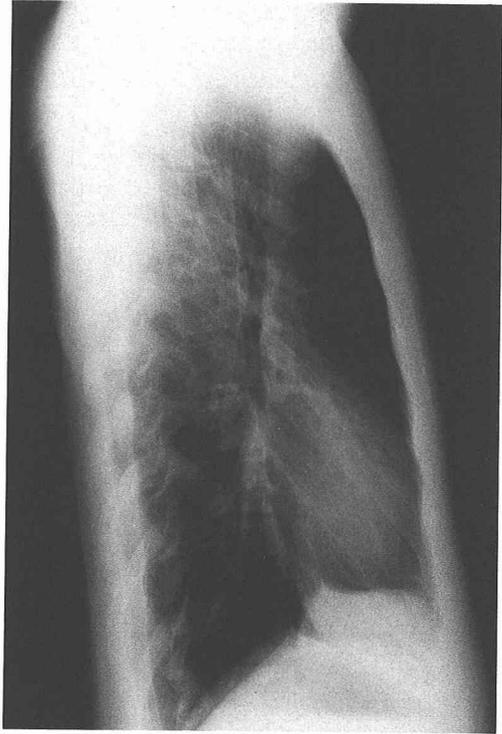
Lateral X-ray film : The obliteration of the retrosternal space by the anterior heart border is seen. The spine is straight and the anteroposterior diameter of the thorax (APDT) as the distance between the posterior surface of the sternum to the anterior vertebral margin at the level of the 8th dorsal vertebra is markedly narrowed as measured in 12.5 cm. A ratio of APDT/TDT is obtained in 0.446.
